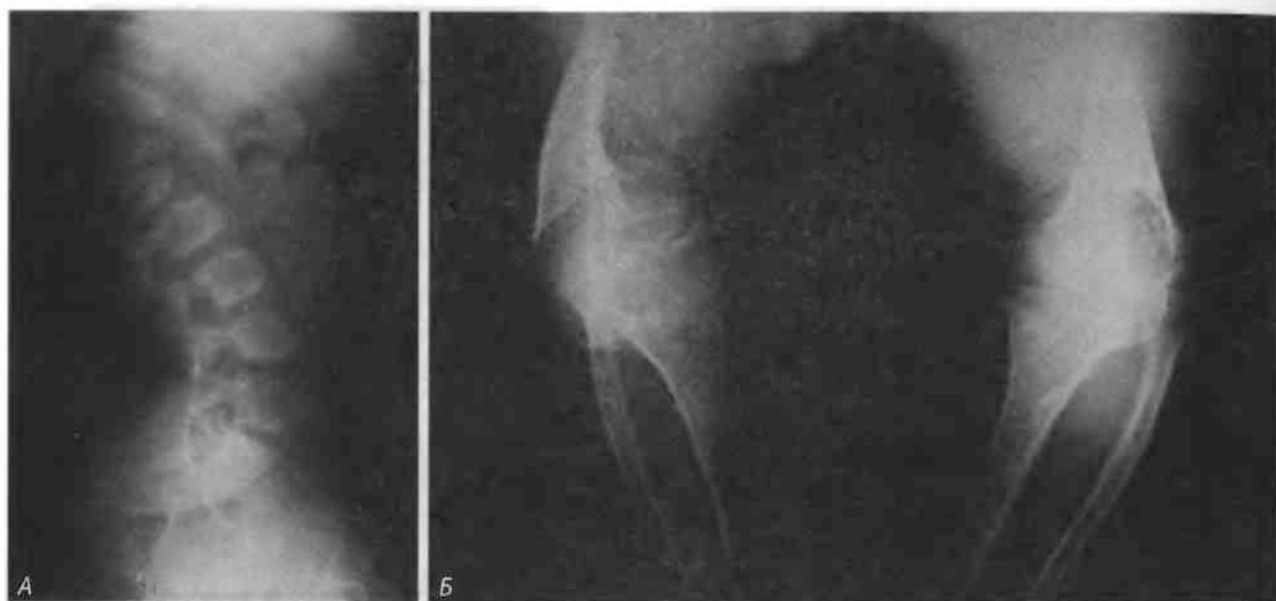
(А) Боковая рентгенограмма грудного и поясничного отделов позвоночника больного с псевдоахондроплазией. Центральная протрузия верхнего поясничного и нижнего грудного позвонка кпереди. Сплюснутые тела позвонков (платиспондилия) и вторичный лордоз. (Б) Рентгенограмма нижних конечностей больного с псевдоахондроплазией: крупные метафизы, плохо сформированные эпифизы и резкое искривление длинных костей
